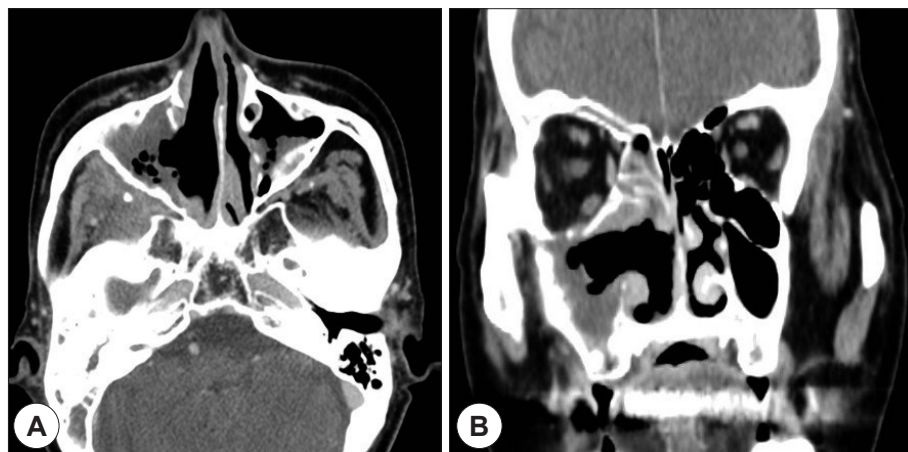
Post-operative 6 month follow up axial (A) and coronal (B) CT scan image. The tumor maintained in partial remission state.
